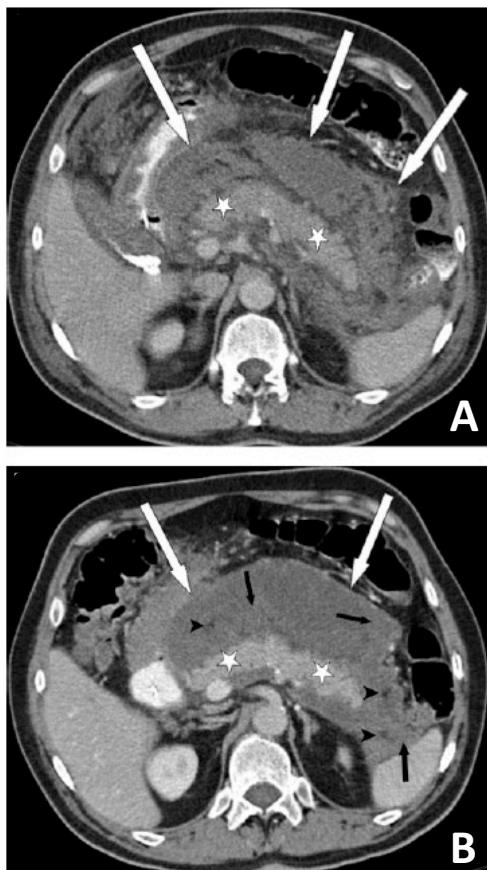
A, colecciones necróticas agudas (CNA) en un hombre de 44 años con Pancreatitis Aguda necrotizante que afecta sólo a los tejidos peripancreáticos. Se observa todo el parénquima pancreático (estrellas blancas) y los componentes peripancreáticos heterogéneos y no líquidos en el retroperitoneo (las flechas blancas apuntan a los bordes de las CNA). B, TAC del mismo paciente unas semanas más tarde, que muestra una colección heterogénea con áreas de grasa (cabezas de flechas negras) rodeadas por densidad de fluidos y áreas que presentan una atenuación ligeramente mayor (flechas negras) que las colecciones sin necrosis. Este hallazgo es típico de la necrosis peripancreática. Las flechas blancas señalan el borde de las CNA; las estrellas blancas indican una mejora del parénquima pancreático. Las CNA todavía no están completamente encapsuladas.
